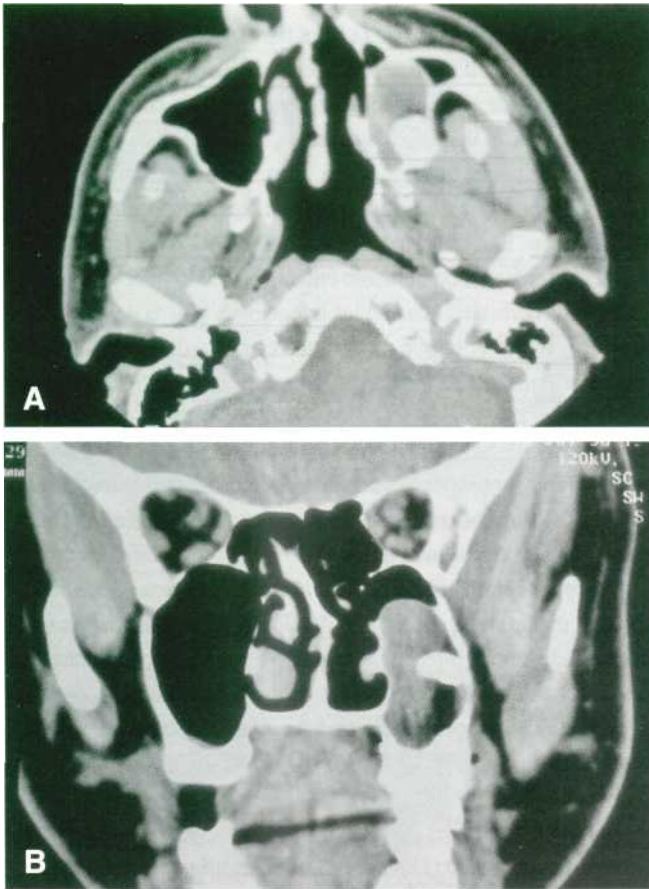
Quiste folicular de grandes dimensiones en relación con el seno maxilar izquierdo. Estudio mediante tomografía computarizada. (A) Corte axial. (B) Corte coronal.
